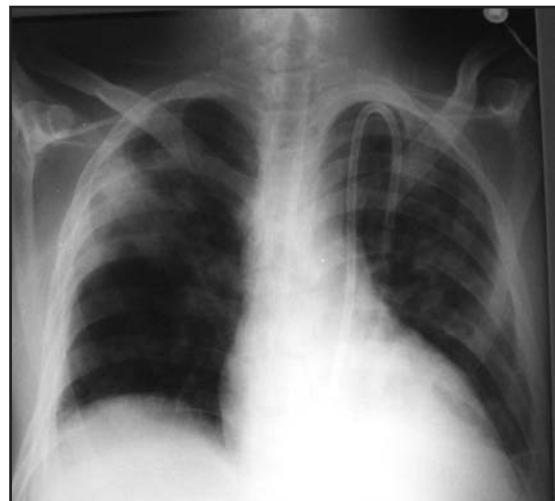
Caso 2, radiografía PA de tórax posinserción del catéter yugular izquierdo.
